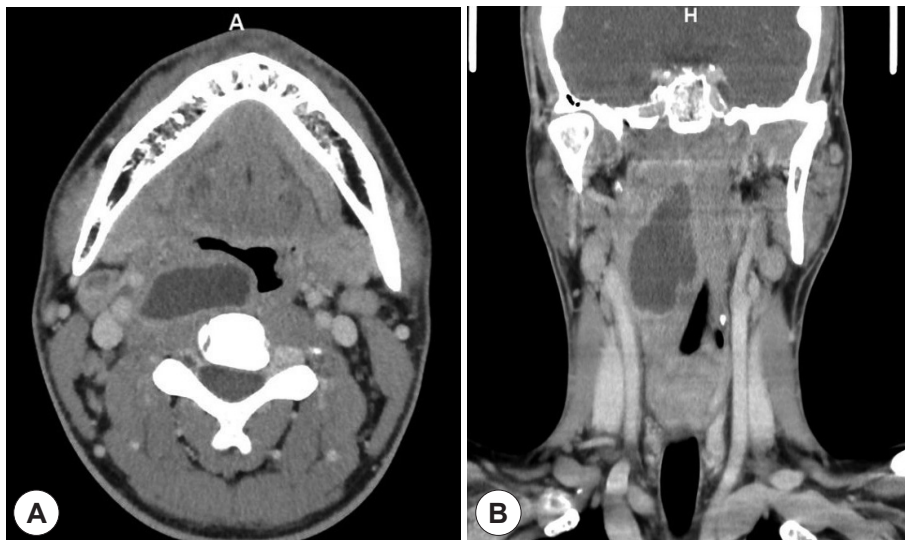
Axial (A) and Coronal (B) images of neck CT with enhancement before surgery showed a peripheral ring like enhancement cystic mass lesion at the retropharyngeal space and enlarged lymph node with focally nodal necrosis in level II area.
